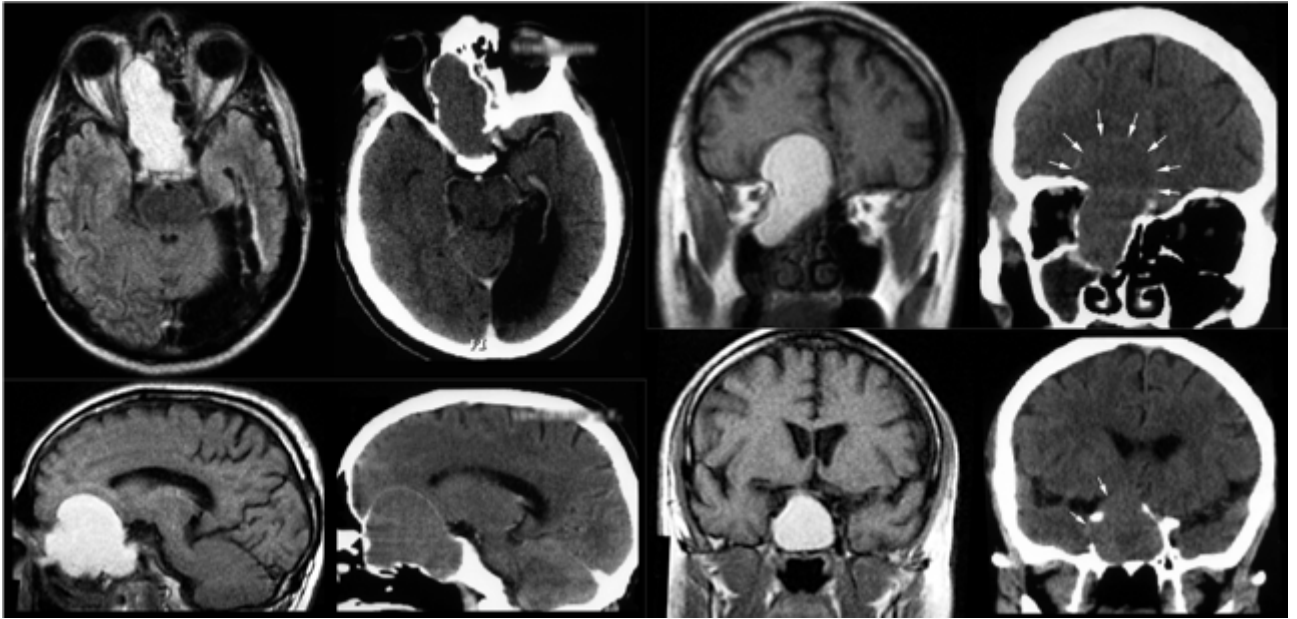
Наблюдение №1. Соответственные срезы дооперационной МРТ и КТ. Объемное образование решетчатого лабиринта и клиновидной пазухи справа с жидким содержимым разрушает основание ПЧЯ и распространяется в интракраниально (стрелки справа вверху), в глазницу, на зрительный канал (стрелка справа внизу). В левой затылочной доле видны постишемические изменения
